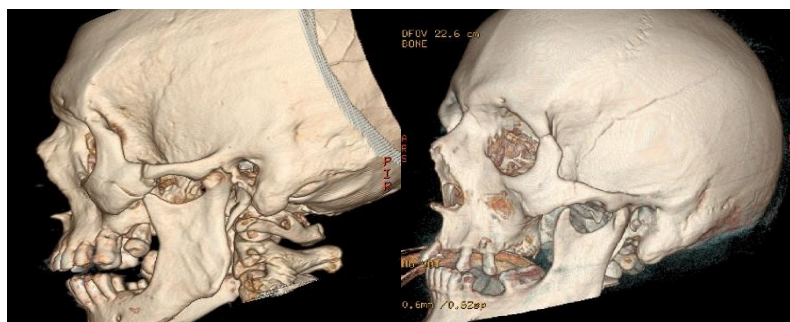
Imagem de TC com fratura do côndilo mandibular direito com luxação.
